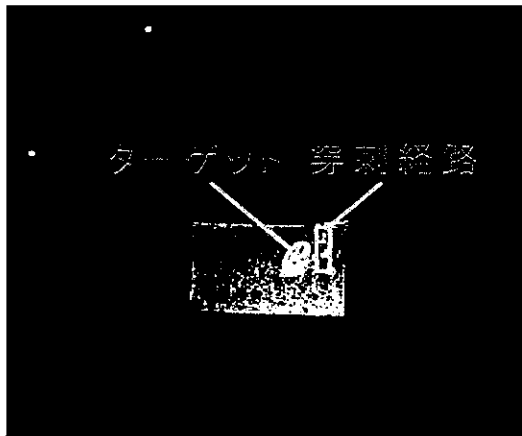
穿刺後のファントムのMRI断層像
